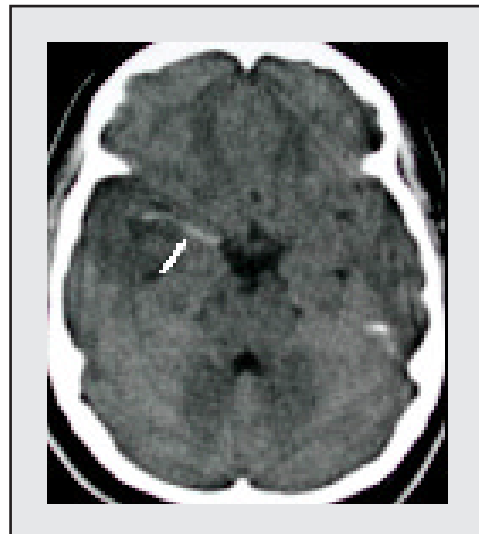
Cerebral media hiperdensa. TAC cerebral simple: Aumento de densidad de la arteria cerebral media por trombo agudo.
